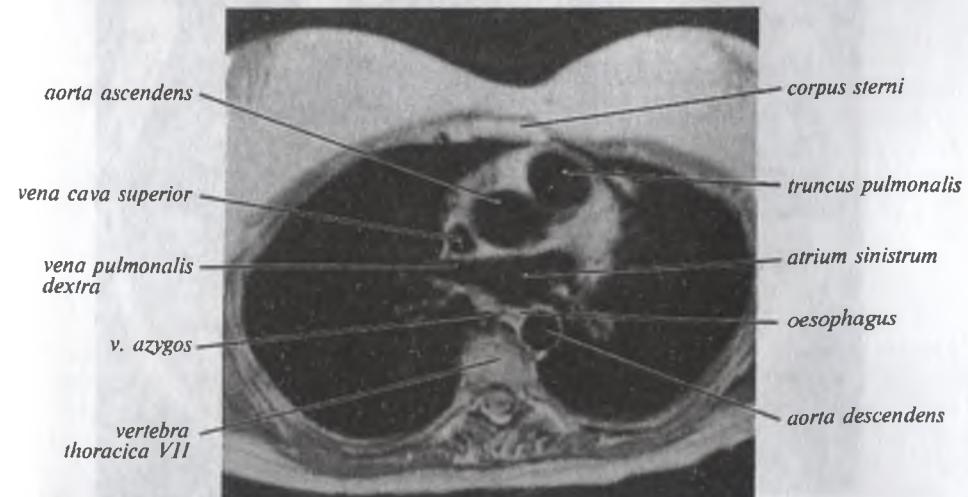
Компьютерная томограмма области груди. Поперечный срез на уровне VIII грудного позвонка
